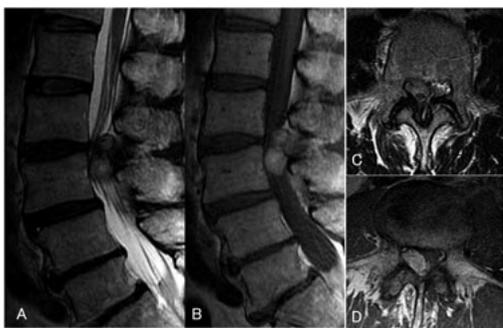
椎間関節のう腫 A.C:MRT2強調画像、B.D:MRT1強調画像
